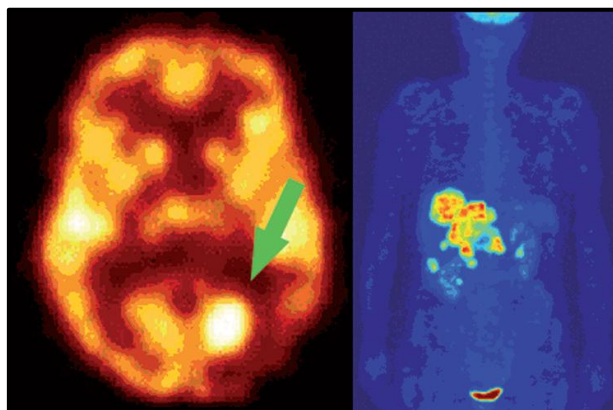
Imagen por PET del cerebro y parte del cuerpo humano.
